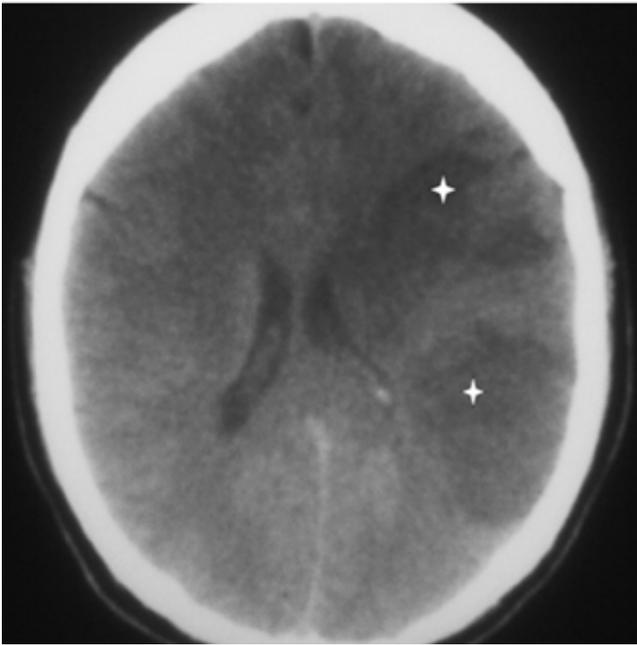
TAC de cerebro. Las estrellas indican un extenso infarto de todo el territorio de la CI izquierda.
